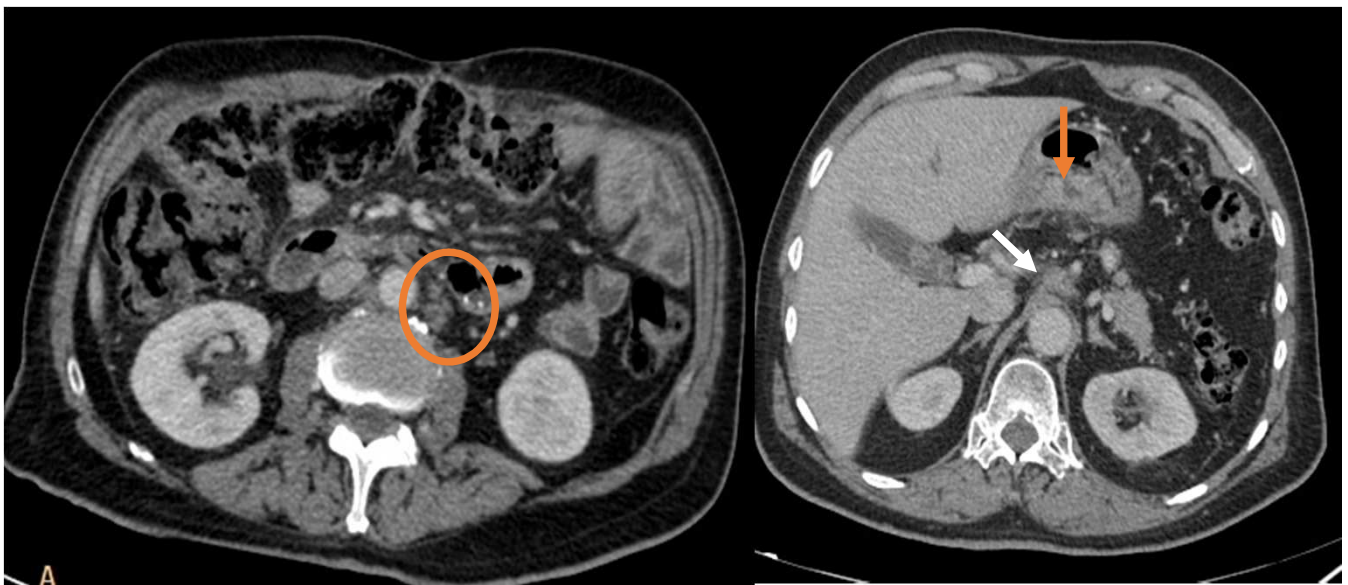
TC abdominal en fase portal en el que se identifican múltiples ganglios desflecados de pequeño tamaño en las cadenas paraaórticas infra renales (círculo naranja) y adenopatía de similares características adyacente al tronco celiaco (flecha blanca). El primario gástrico ulcerado sobre la pared posterior del estómago (flecha naranja) confirmado posteriormente en endoscopia podría haber sido difícil de detectar debido al colapso gástrico por intolerancia oral del paciente.
